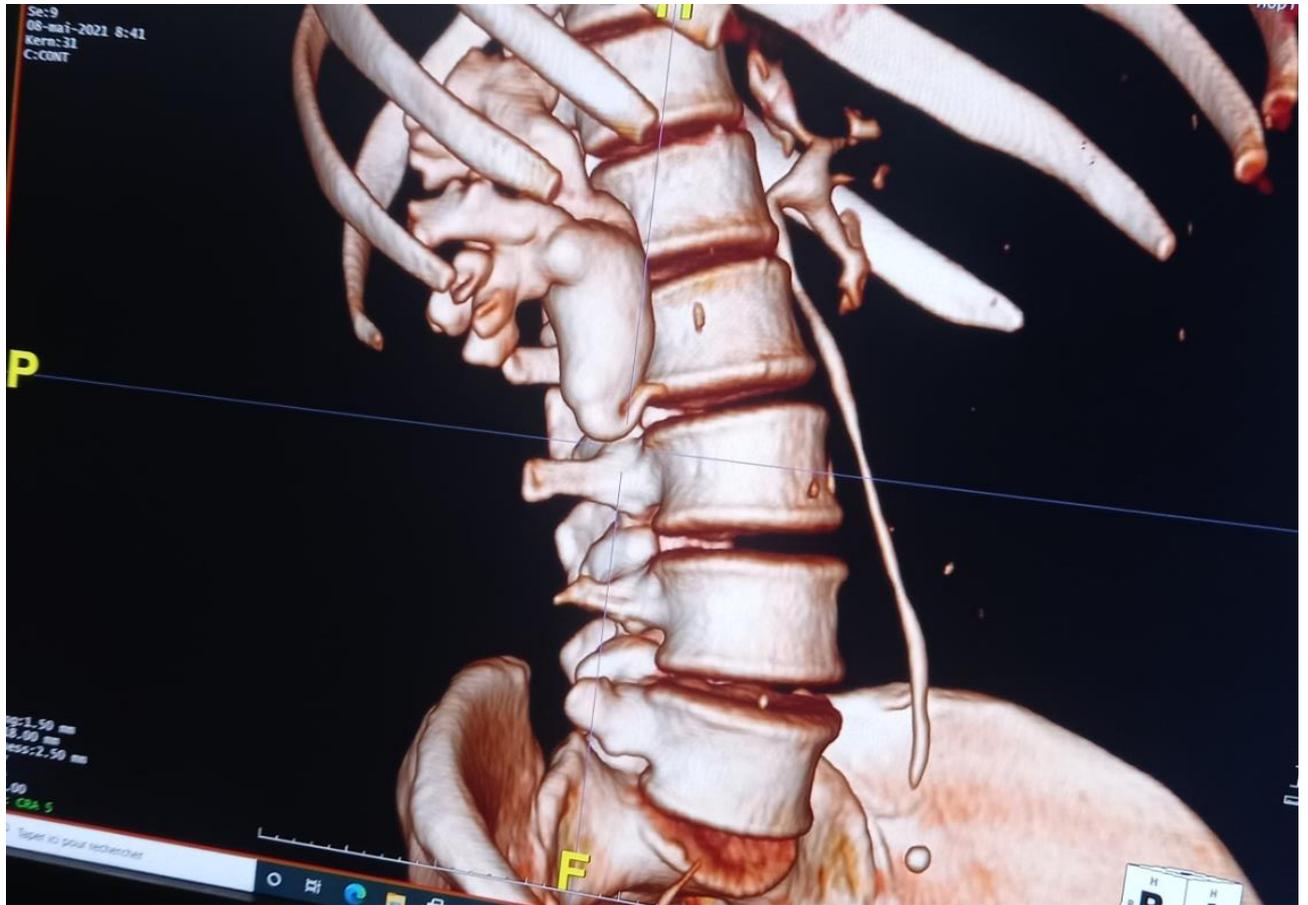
Uro-TDM avec reconstruction en 3D vue oblique montrant l'aspect en J inversé de l'uretère droit
